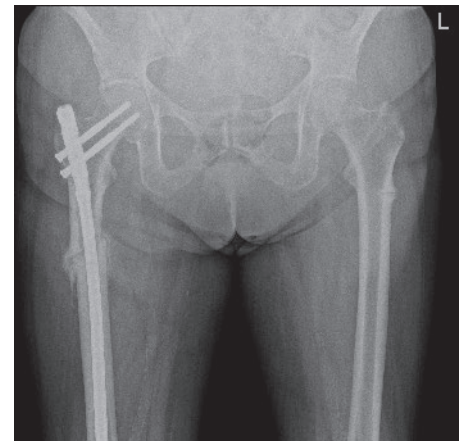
Röntgenaufnahme des Beckens in anterior-posteriorem Strahlengang. Rechts: Zustand nach operativer Versorgung der atypischen Femurfraktur mittels langem Femurnagel (LFN) drei Monate zuvor. Links: inkomplette atypische Femurfraktur.
